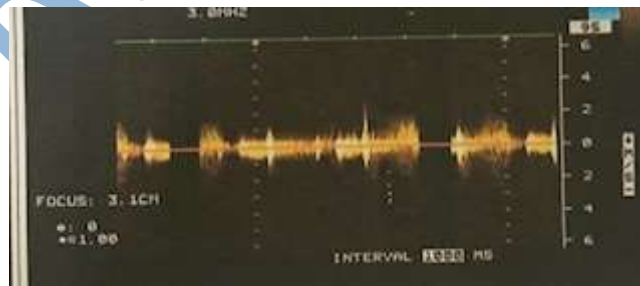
Doppler continuo, insuficiencia de la única válvula auriculoventricular
